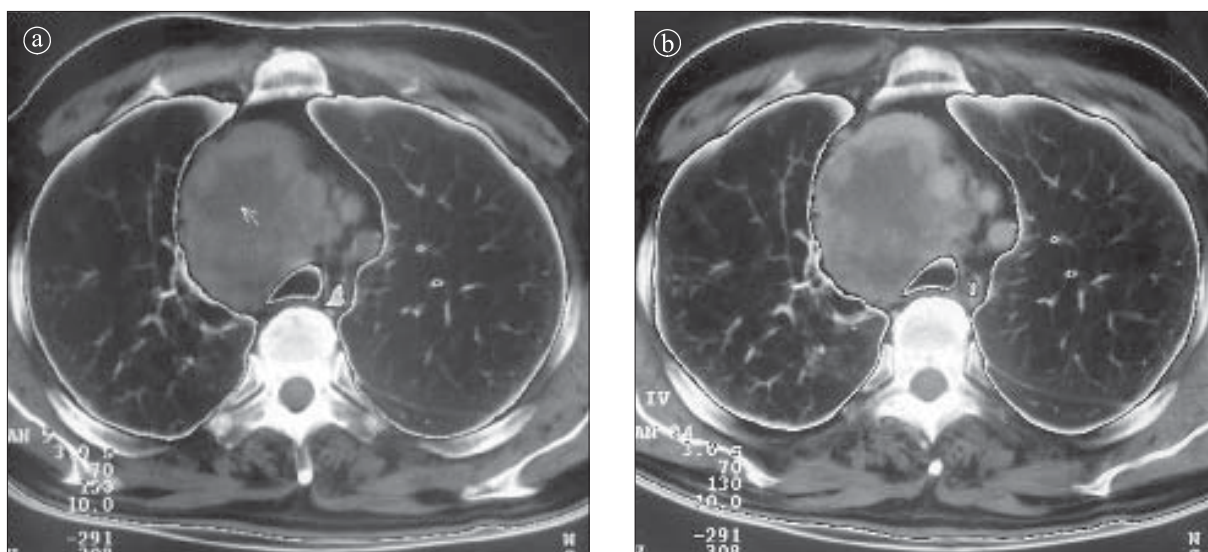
Adenopatii cu necroză centrală într-un caz cu tuberculoză pulmonară. Secțiuni toracice axiale CT a) precontrast, b) postcontrast
